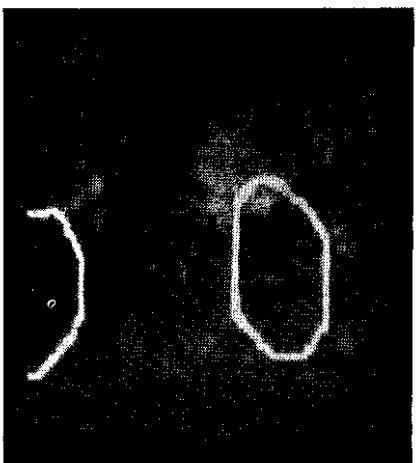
Сцинтиграмма надпочечников (19^{13}I -холестерин) у больной Б., 48 лет, с альдостероном правого надпочечника.
